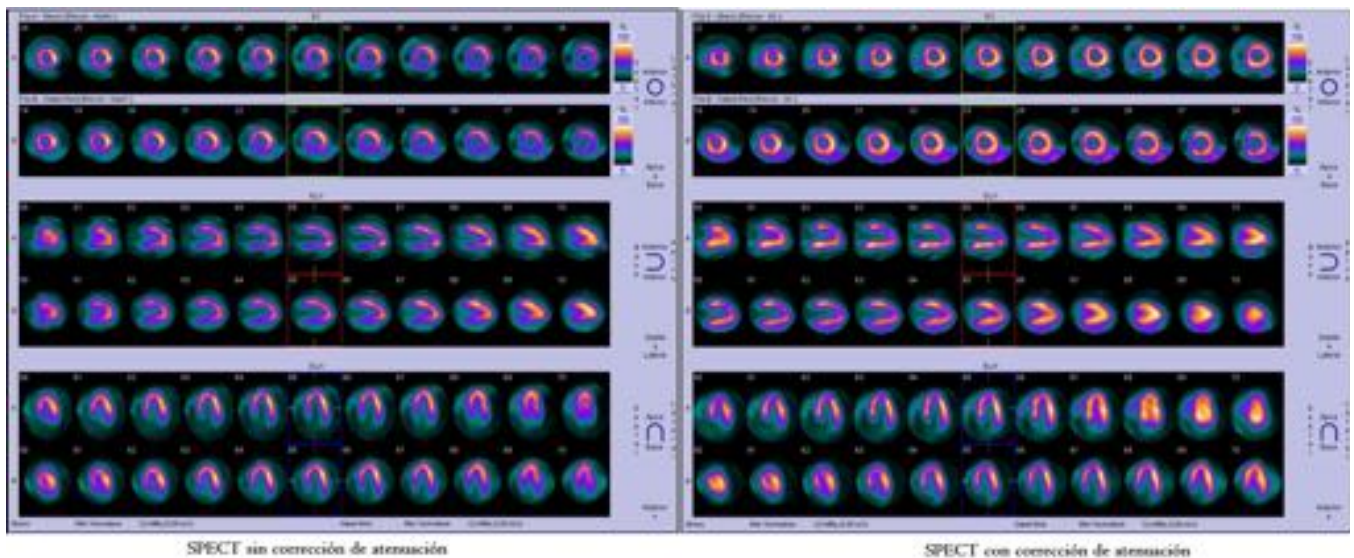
Hipercorrección de atenuación en cara inferior en paciente con isquemia inferior. Es un Falso Negativo con corrección de atenuación. Hay que valorarlo con gated-SPECT
